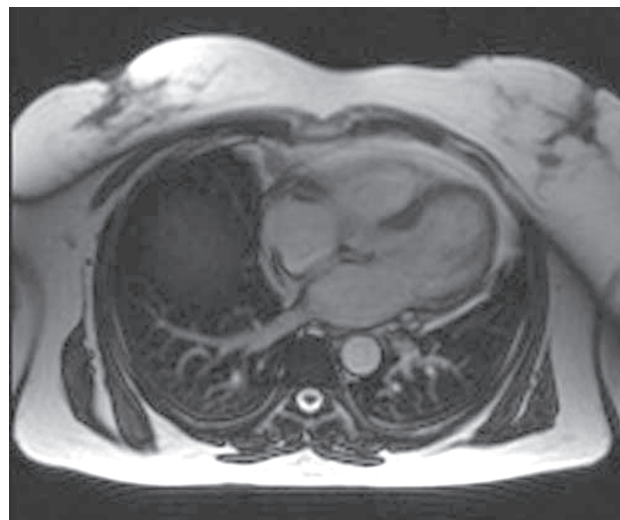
Кино-МРТ. Turbo-FLASH, длинная ось левого желудочка, 4-камерная проекция. Липоматоз межпредсердной перегородки
